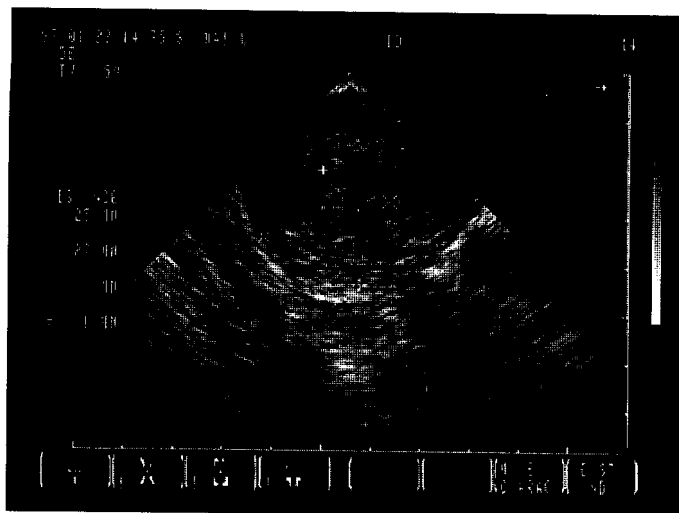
Ультразвуковая томограмма больной К. с диагнозом хориокарцинома, полученная с использованием трансвагинального датчика (частота 5 МГц) в продольной плоскости.
